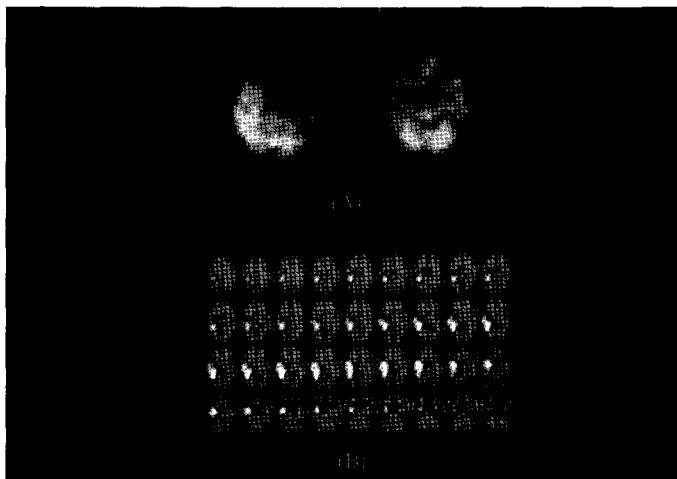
SISCOM. (A) Original interictal and ictal SPECT. (B) Ictal-interictal subtraction image (SISCOM)
